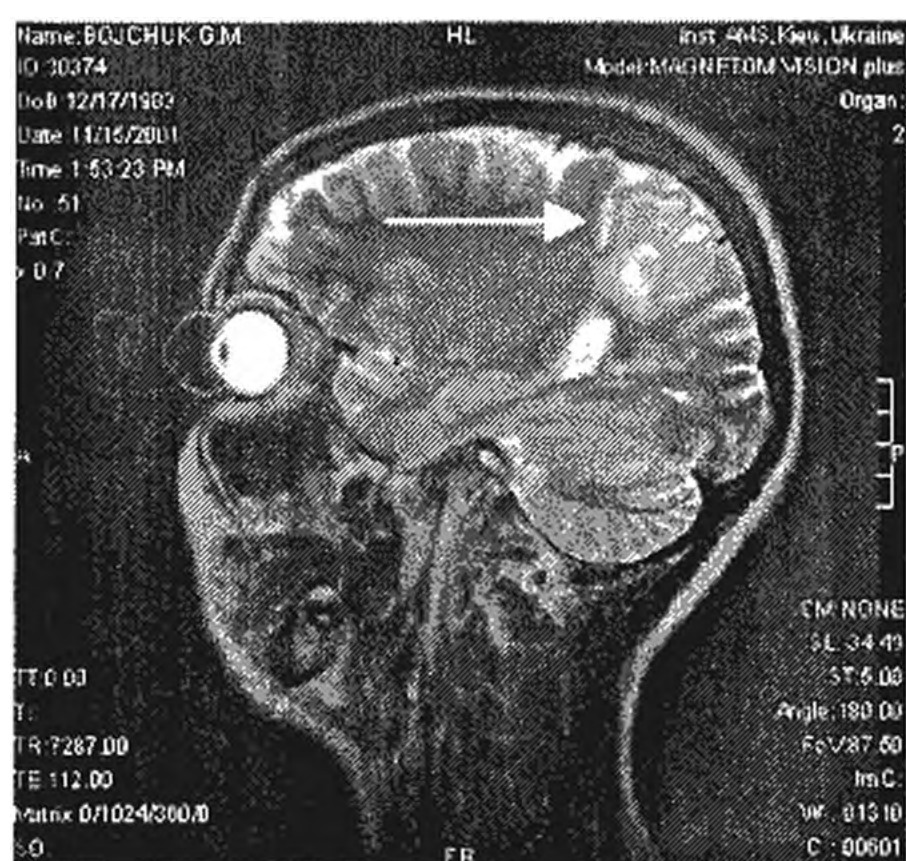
Спостереження 3. МРТ. Полімікрогірія з лісенцефалією у потилично-тім'яній ділянці справа.
